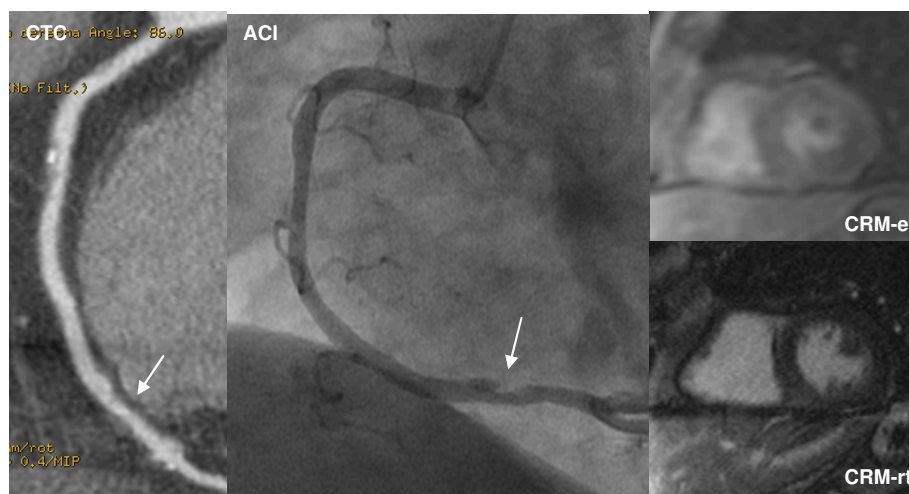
Falso negativo de la CTC-CRM. Placa blanda no estenosante en la coronaria derecha distal (flecha) en la tomografía computarizada coronaria (CTC), sin isquemia/infarto en la cardiorresonancia magnética (e: perfusión en estrés; rt: realce tardío) que se consideró revascularizable (ACI: angiografía coronaria invasiva).
